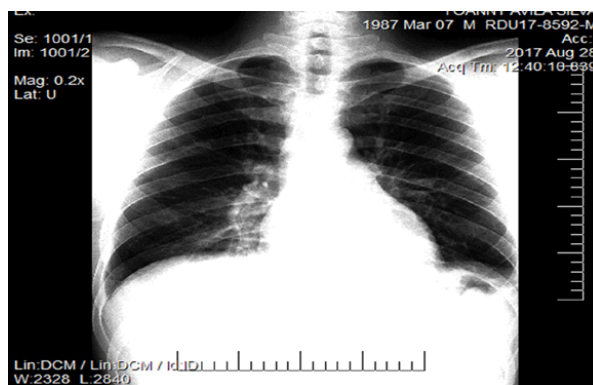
Radiografía simple de tórax, vista postero-anterior, sin alteraciones pleuropulmonares ni mediastinales
